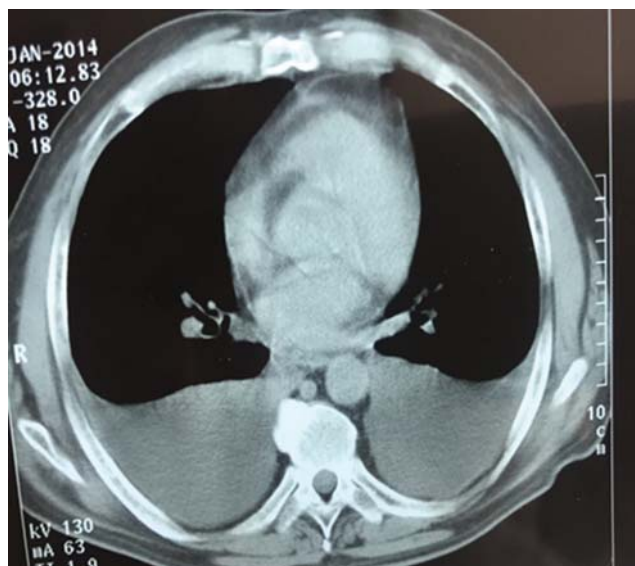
Двусторонний гидроторакс. Один из серии снимков компьютерной томографии органов грудной клетки от 6 января 2014 г.
